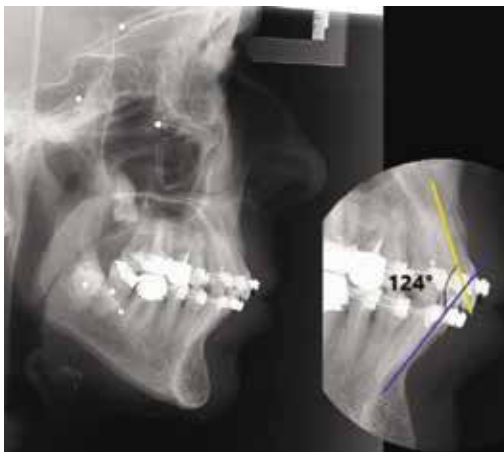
Radio Téléradiographie de profil avant désappareillage
